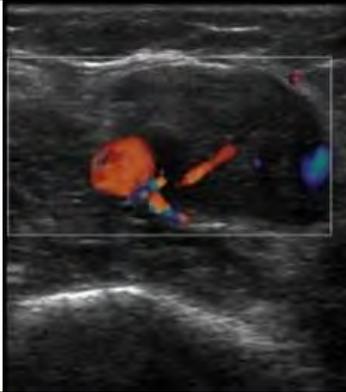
Corte transversal con la aplicación de Doppler. La estructura anecoica redonda que capta flujo es un vaso sanguíneo. También se aprecian algunas estructuras vasculares en el interior de la lesión.
